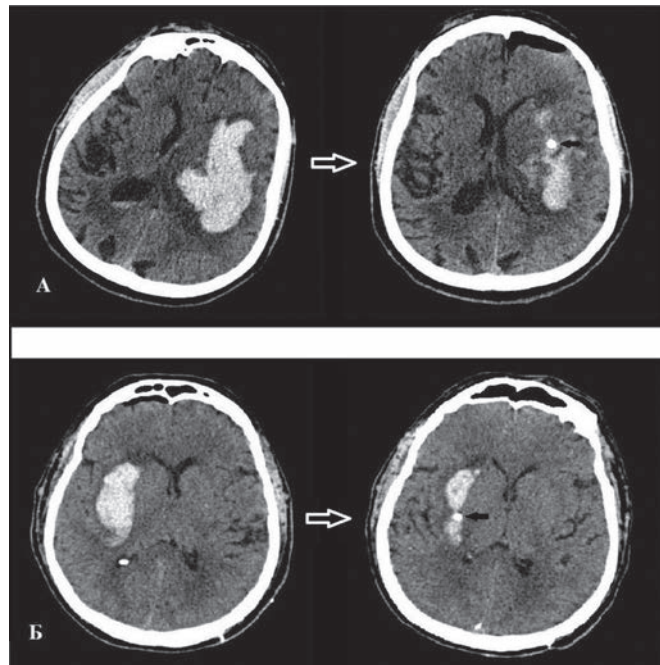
КТ головного мозга больных с путаменальными гематомами до и сразу после операции, срезы дренажей указаны черной стрелкой. А — до операции объем гематомы 42 мл, поперечная дислокация на уровне прозрачной перегородки 7 мм, после операции остаточный объем гематомы 8 мл, поперечная дислокация 2 мм; Б — до операции объем гематомы 30 мл, поперечная дислокация на уровне прозрачной перегородки 6 мм, после операции остаточный объем гематомы 5 мл, поперечная дислокация 2 мм.
